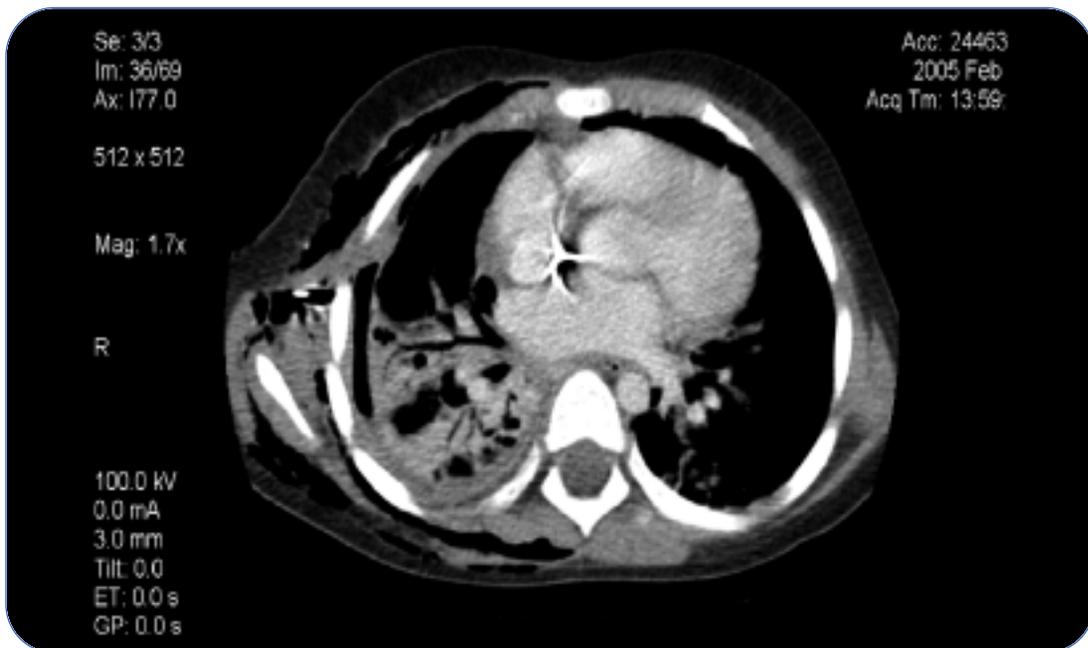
Polmonite necrotizzante: esteso danno parenchimale del polmone destro alla TC torace.
